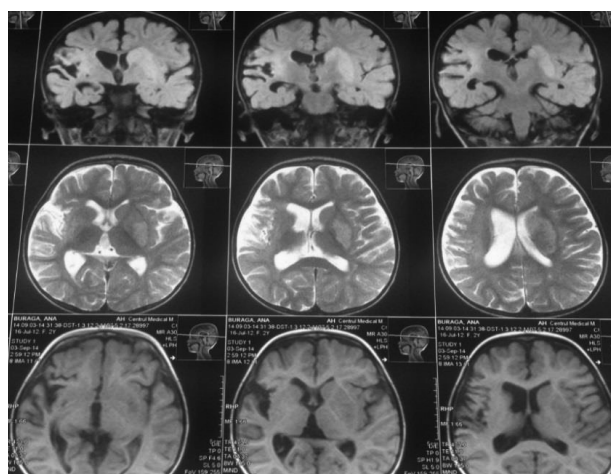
MRI picture characteristic for arterial ischemic stroke in the territory of the arteria cerebri media (left). Atrofico-chistico-glyotic modifications in the fronto-temporal lobes (right)
